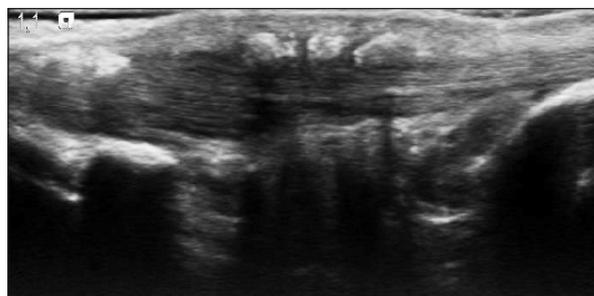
Coupe longitudinale échographique : calcifications engainant la face postérieure du tendon achilléen droit.
